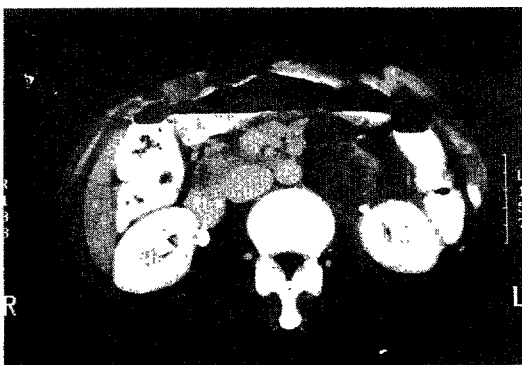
Abdomen CT image shows 5×4.5×6cm sized round mixed density mass in left paraaortic area.
